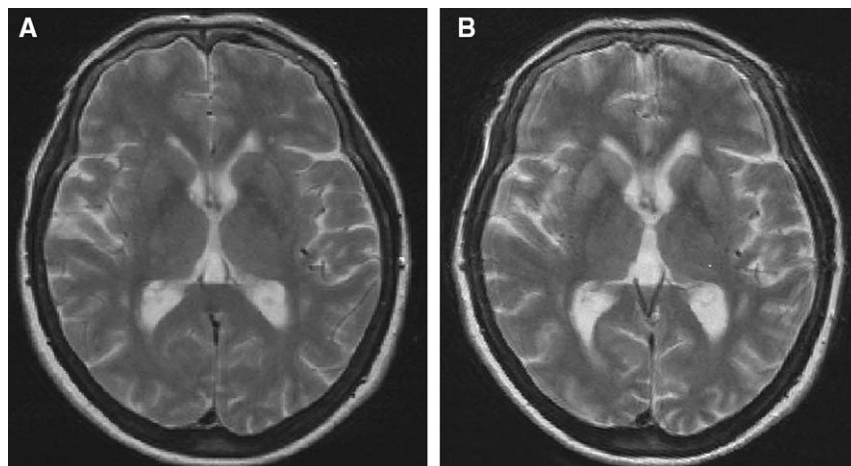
A) RM cerebral realizada en el momento de ingreso de la paciente: lesiones inespecíficas puntiformes hiperintensas en T2 en los ganglios basales. B) RM realizada un mes después. La imagen está artefactada por los movimientos de la paciente a pesar de la sedación. Se observan cambios sutiles de aumento de la intensidad de la señal de los ganglios basales.
